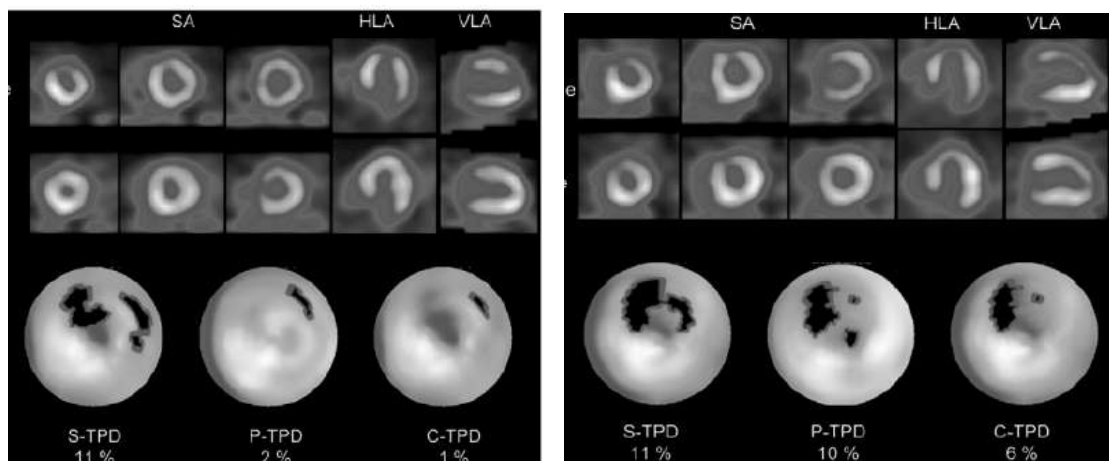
Exemplos de análises quantitativas (mapas polares) para posição supina, prona e combinada. A figura à direita ilustra a presença de artefato de atenuação em parede anterior e lateral e a figura à esquerda ilustra um defeito de perfusão verdadeiro em parede anterior do VE. Adaptado de ³¹ Combined quantitative supine-prone myocardial perfusion SPECT improves detection of coronary artery disease and normalcy rates in women. *J Nucl Cardiol.*2007;14:44-52. SA = curto eixo; HLA = longo eixo horizontal; VLA = longo eixo vertical; TPD = déficit perfusão total.
